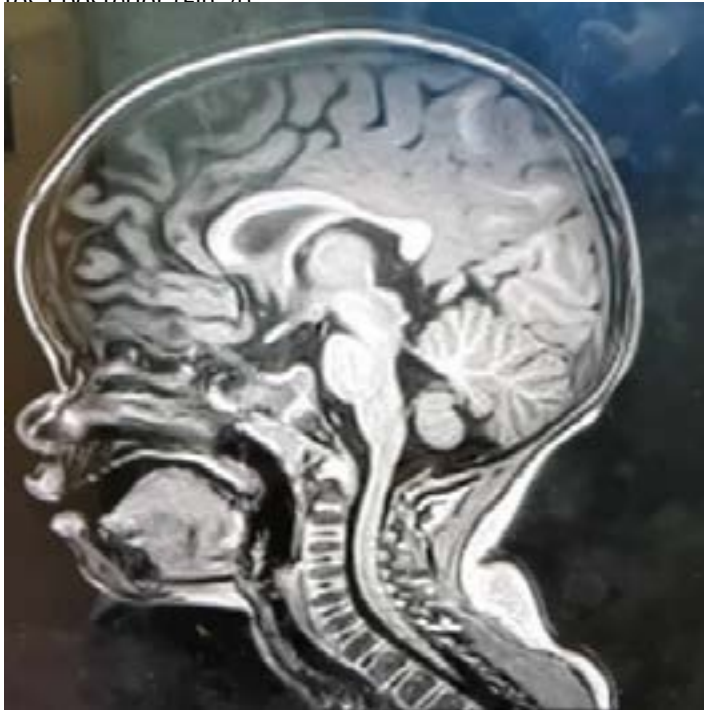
Resonancia magnética nuclear. Agenesia del vermis cerebeloso, dilatación del cuarto ventrículo y aumento del tamaño de la cisterna magna sin aumento de tamaño de la fosa posterior.
